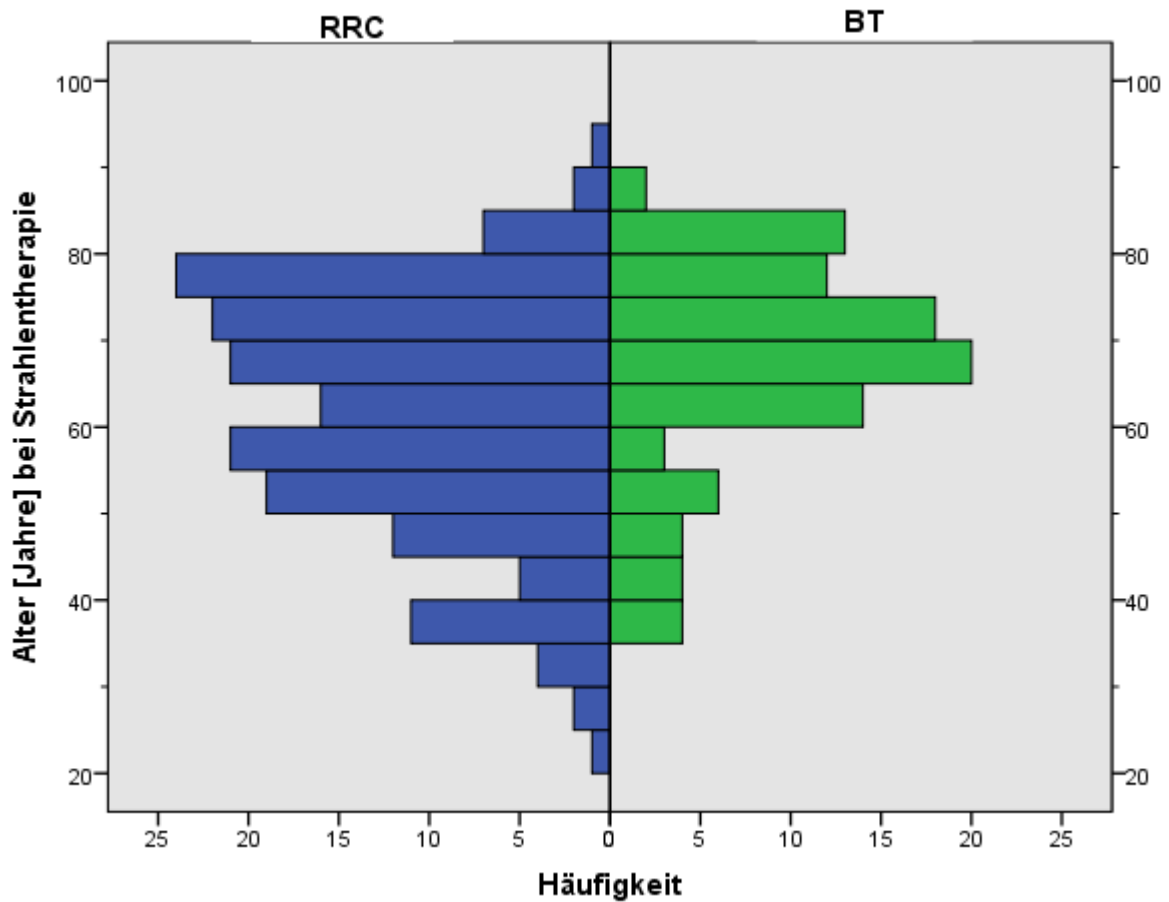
Alter in Jahren zum Zeitpunkt der Strahlentherapie bei RRC und BT
